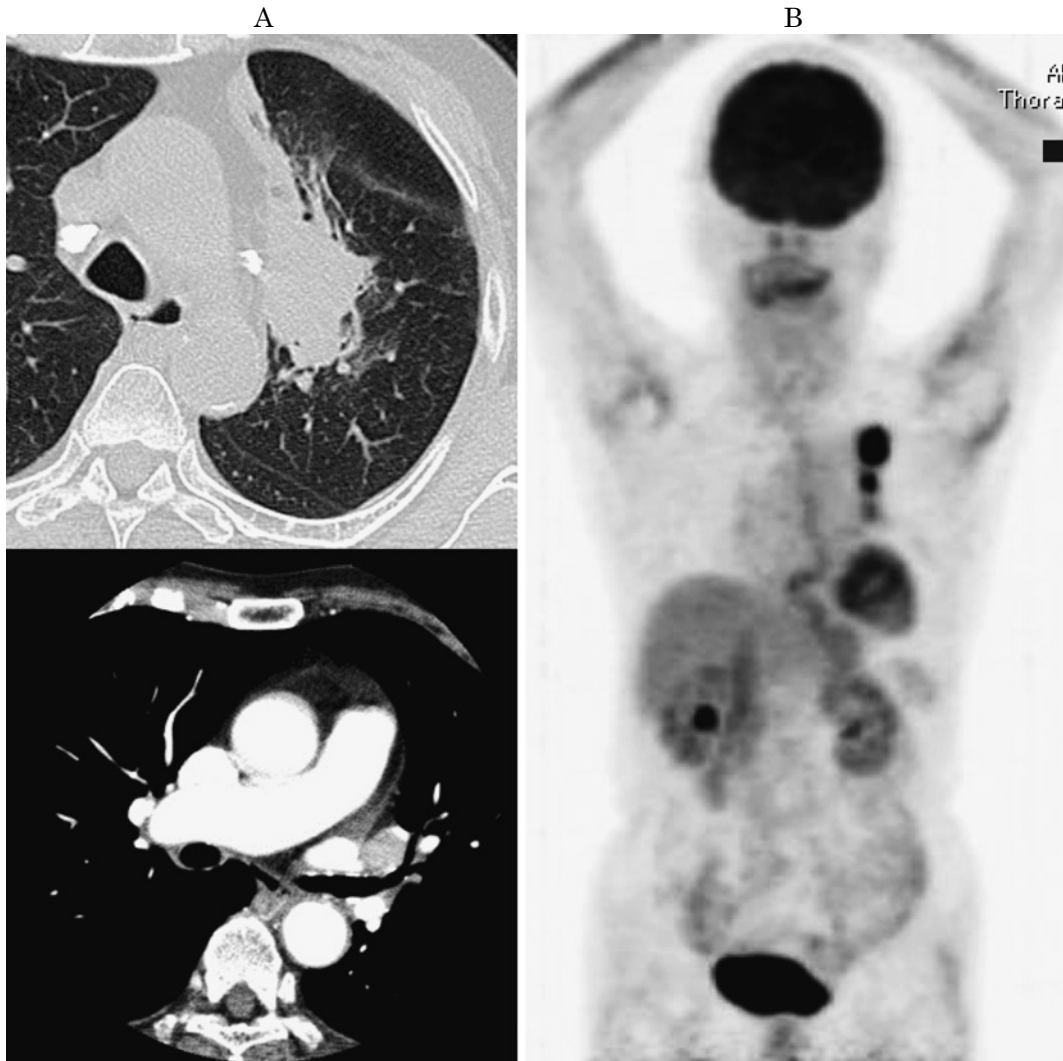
A. Chest computed tomography. Upper panel: A primary lesion of the lung cancer extensively infiltrating the pleura on the mediastinal side of the left upper lobe was observed. Lower panel: Swollen hilar lymph nodes were observed. B. An FDG-PET image. A high uptake of FDG was observed at the primary lesion and left hilar lymph nodes, however, there were no findings clearly indicating metastasis to other organs.
